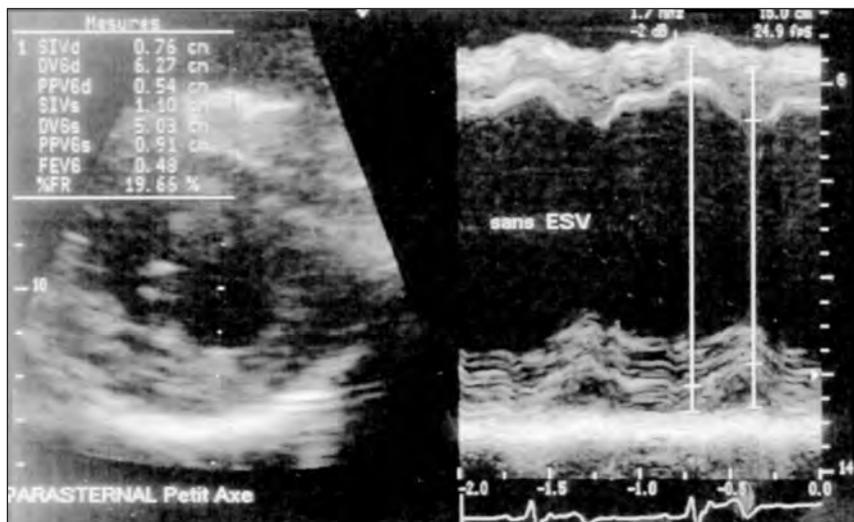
échocardiogramme; vue parasternale petit axe et coupe en mode M sur le ventricule gauche.
